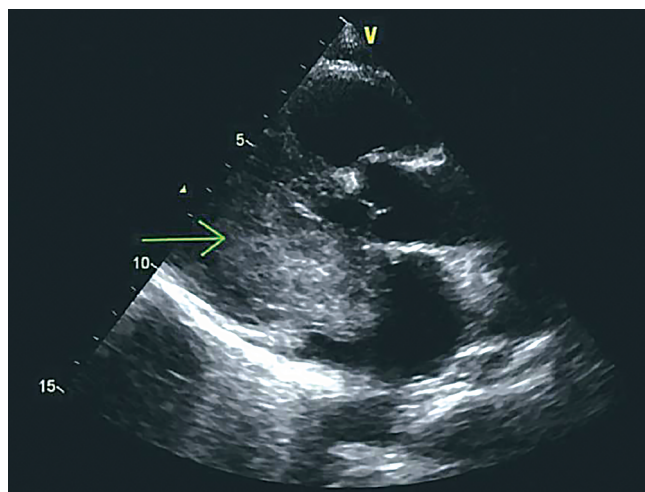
Трансторакальная эхокардиография (вид по длинной оси) показала сильное пролабирание миксомы левого предсердия (стрелка) в левый желудочек у 56-летней пациентки с лихорадкой неизвестного происхождения [41]
